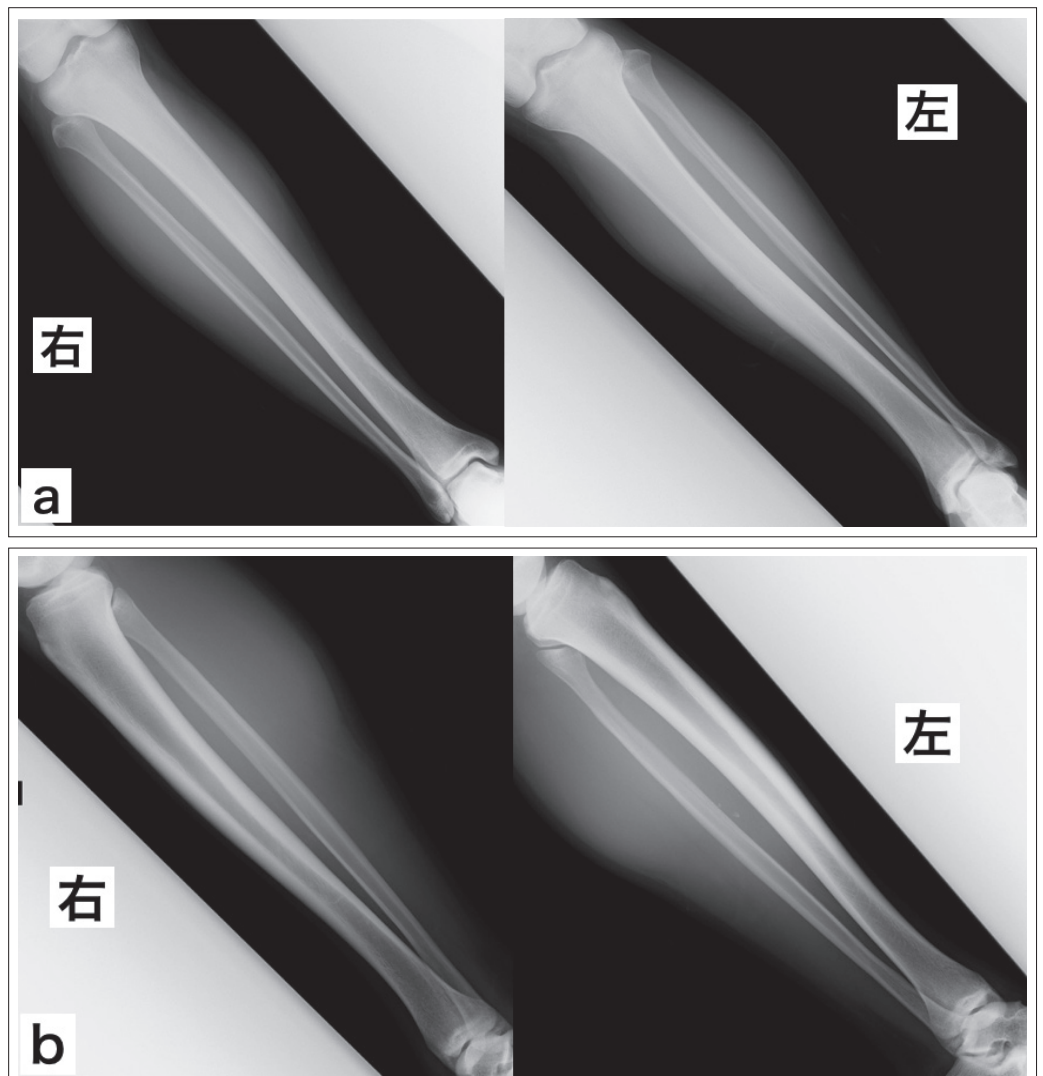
両側下腿単純X線 a: 正面像、b: 側面像
